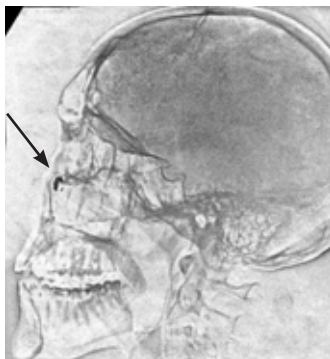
Электрорентгенограмма черепа в сагиттальной проекции (пуля вклинившаяся в лицевую и глазничную стенку верхнечелюстной пазухи).
